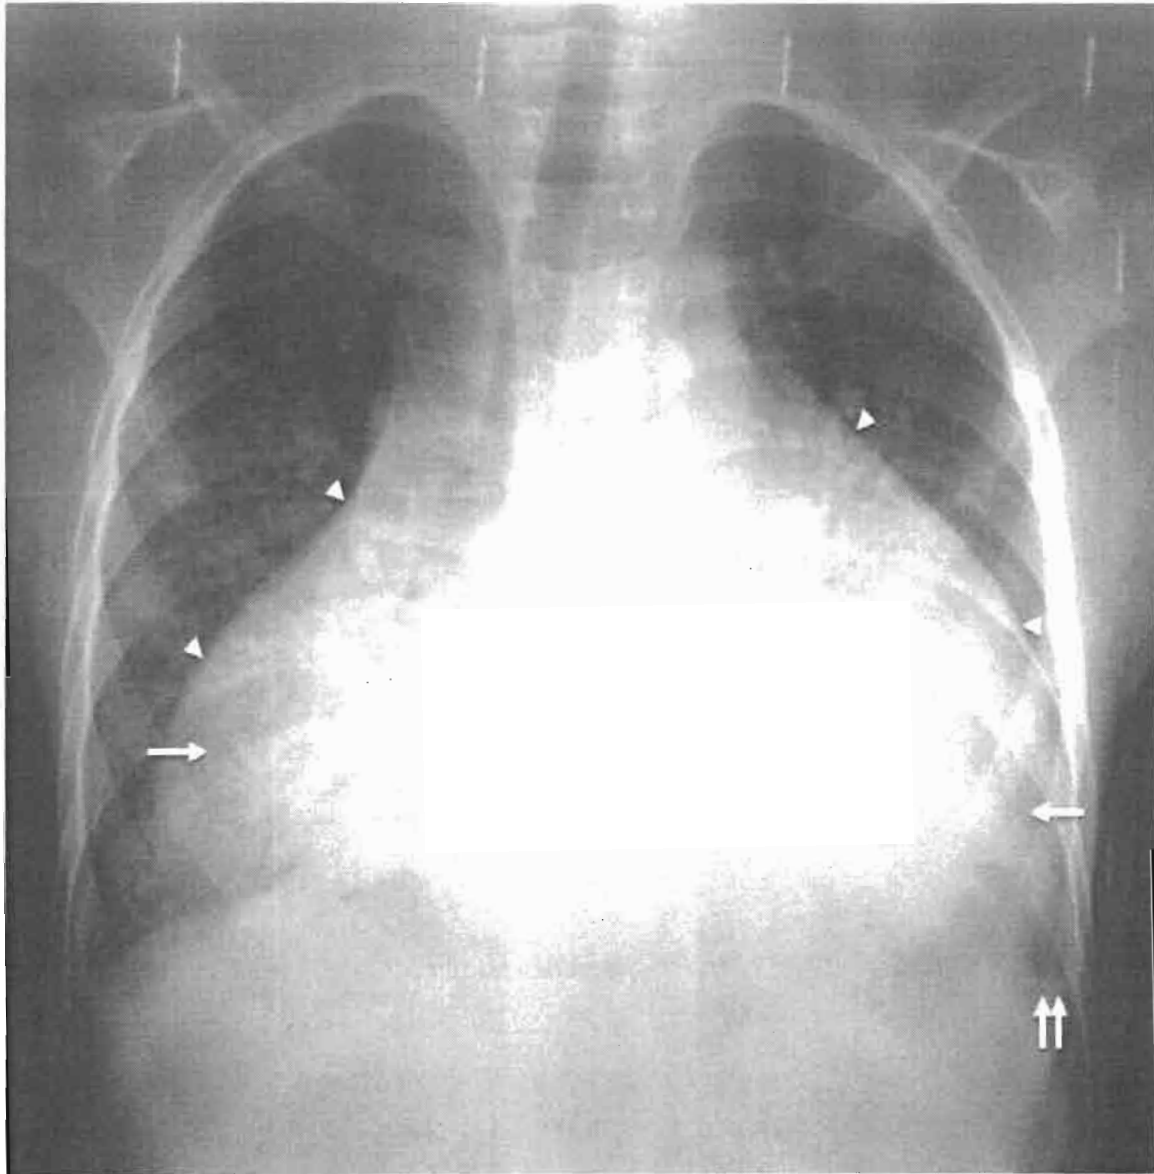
Radiographie thoracique de face chez un grand garçon de 9 ans qui a été reçu pour toux, amaigrissement et fièvre. Nous notons une cardiomégalie en garafe à contours nets témoignant d'une péricardite (tête de flèche) avec un aspect de miliaire diffuse (flèche) et une pleurésie minime gauche (double flèches).
